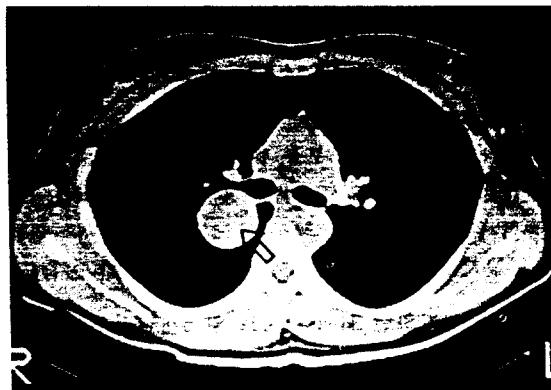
Chest CT scan. No invasion and lymphadenopathy are founded.
